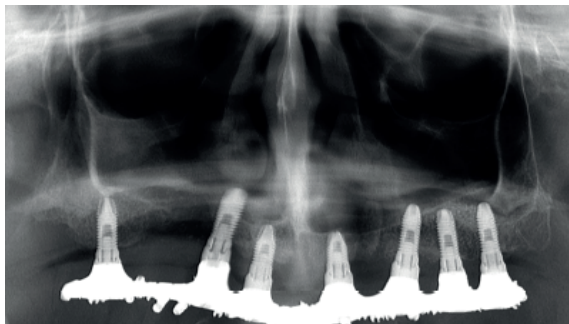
Radiografia Panorâmica mostrando seio maxilar sem sinais imaginológicos de velamento do seio maxilar
